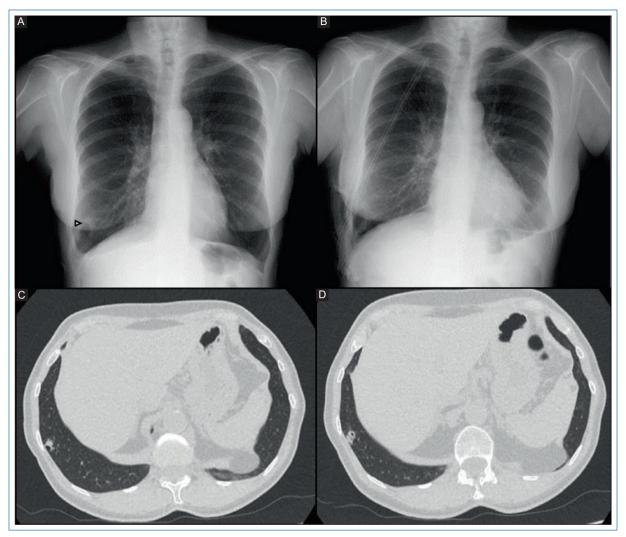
A: radiografía de tórax que muestra una lesión nodular en el lóbulo inferior derecho. B: radiografía posoperatoria compatible con normalidad. C y D: tomografía computarizada de tórax. Nódulo pulmonar solitario de 17 mm con pseudocavitación.
